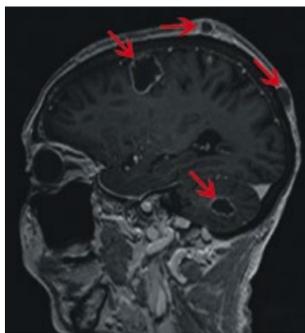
78-jährige Patientin nach Brustamputation bei Mamma-Karzinom. Nun zweimaliger generalisierter epileptischer Anfall, im MRT im axialem (Abb. 3a) und sagittalem (Abb. 3b) Bild nachgewiesene multiple zerebrale und cutane Metastasen (Pfeile).
